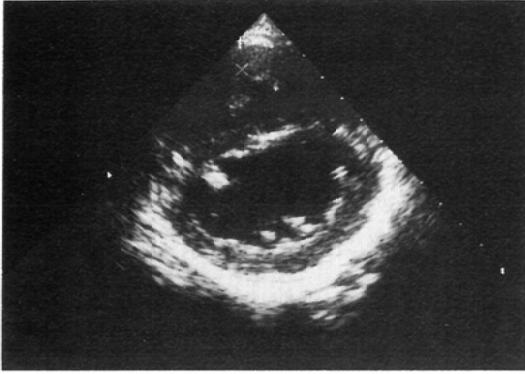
Echocardiogram of 17 years old female patient with pseudotruncus arteriosus. End diastolic short axis view at papillary muscle shows relative thinning of interventricular septum (IVST=8.3mm) compared to left ventricular posterior wall (LVPWT=10.0mm).
